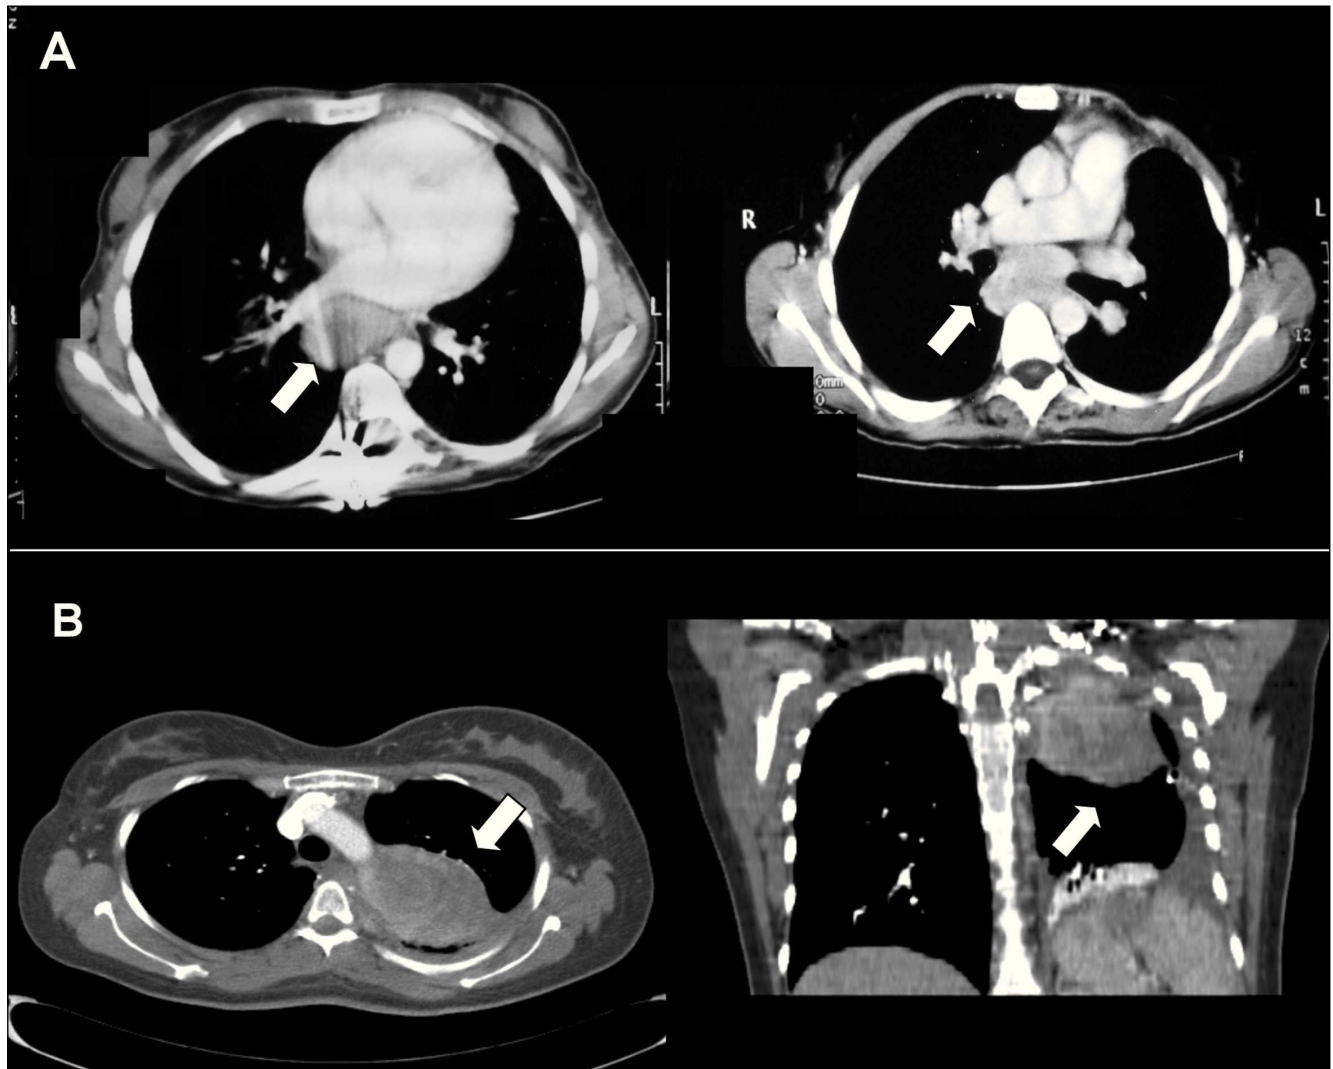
A. Tomografía computarizada. A la izquierda, adenopatía mediastínica prevascular de 4×5 cm; a la derecha, adenopatía en espacio subcarinal de 6×3 cm. B. Tomografía computarizada. Masa sólida heterogénea en hemitórax izquierdo de $8 \times 6 \times 7$ cm con áreas de necrosis en su interior. A la izquierda, corte transversal, y a la derecha, corte coronal.
